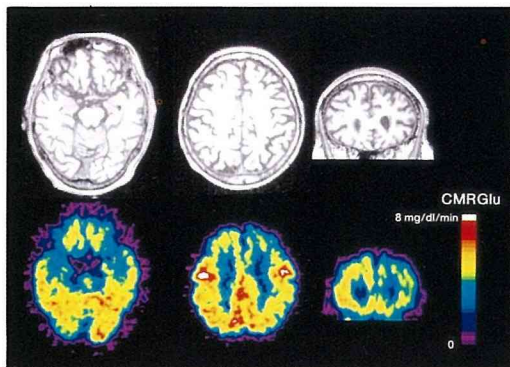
症例3, MRI T1強調画像(上段)とPET局所脳ブドウ糖代謝画像(下段)
